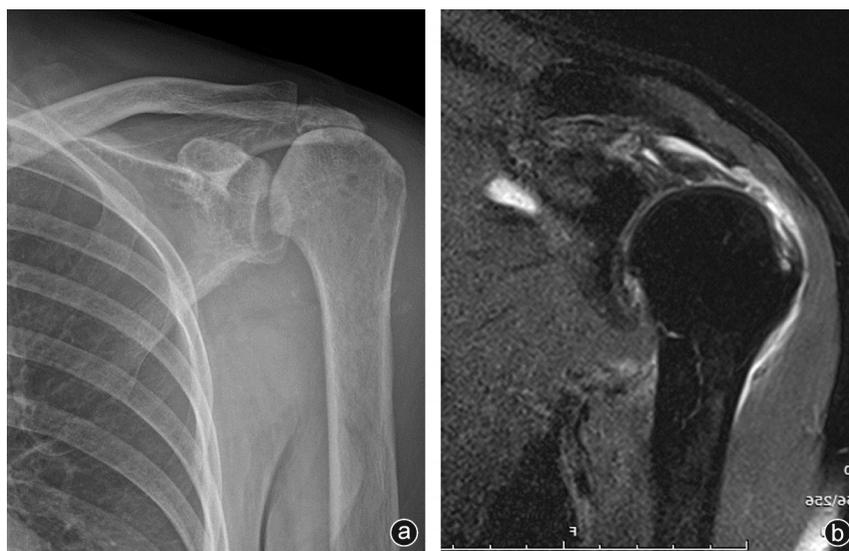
病人,女,48岁,因左肩疼痛伴活动受限2年余入院,行关节镜下肩袖撕裂修复术 a:术前X线片示肩峰下间隙变窄; b:术前MRI示冈上肌腱撕裂
